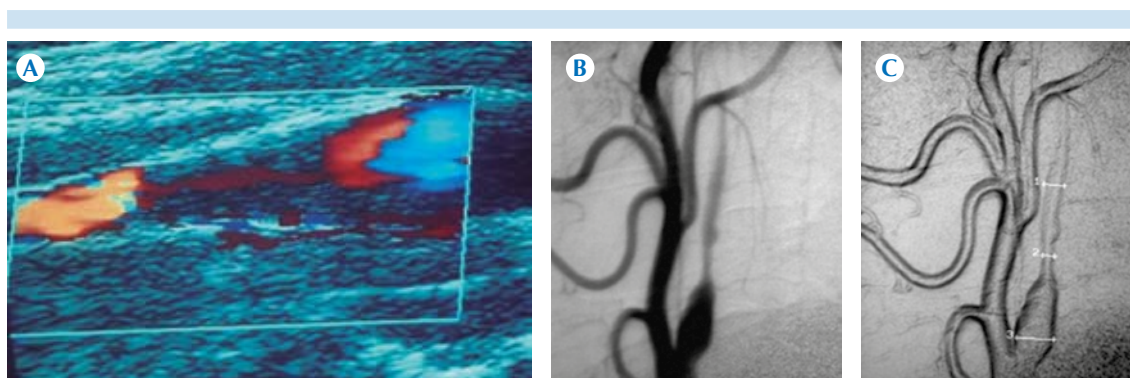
A) Imagen longitudinal de disección con patrón en cuerda de violín observada con ultrasonido Doppler color. B-C) Angiografías con sustracción digital donde se corrobora el mismo patrón de disección.
